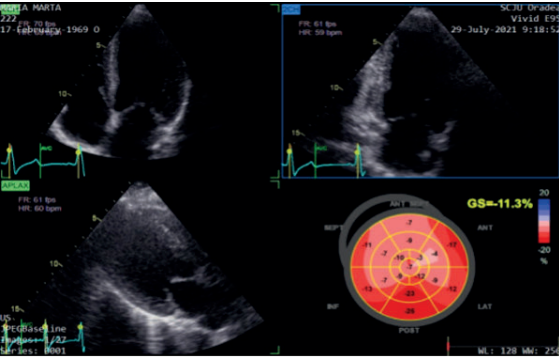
Ecocardiografie de tip strain
